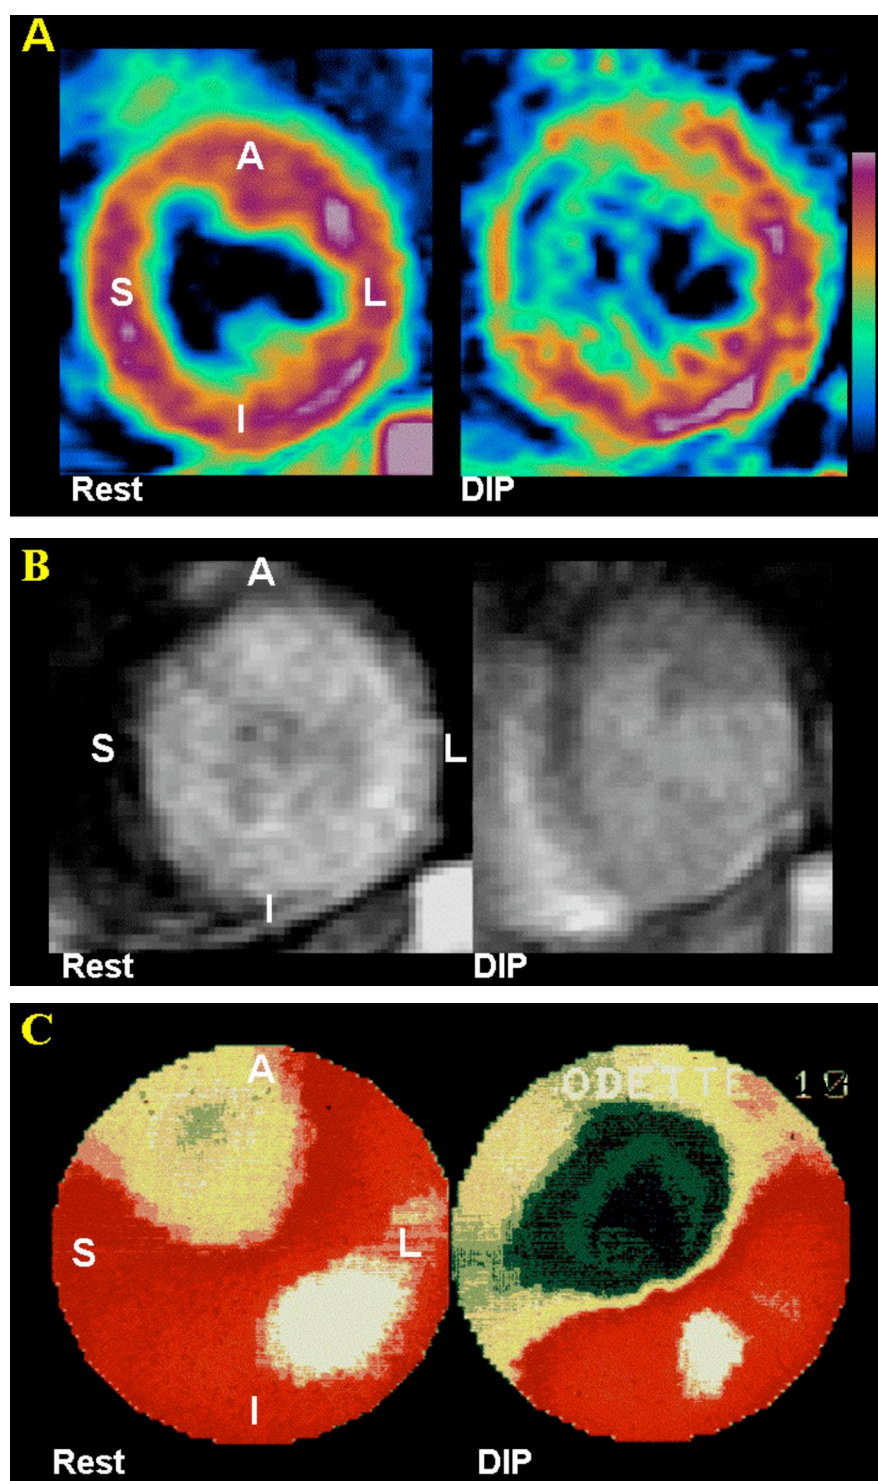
Comparison of myocardial images computed with FAMIS (FAMIS_t), with corresponding images taken from the dynamic sequence (Raw MR image) and SPECT in Patient #6. A: FAMIS_t: At rest, perfusion was homogeneous. Under Dipyridamole (DIP) infusion, the antero-septal wall showed a perfusion defect ; B: Raw MR image: At rest (left), perfusion seemed homogeneous, despite the difficulty in clearly separating the myocardial ring from the ventricular cavity. Under stress (right), the anterior wall appeared less perfused, but the exact limits were not clearly defined; C: Bull's eye SPECT: perfusion is homogeneous at rest (left). Under stress (right), the antero-septal wall showed under-perfusion, with an excellent concordance with FAMIS_t.
